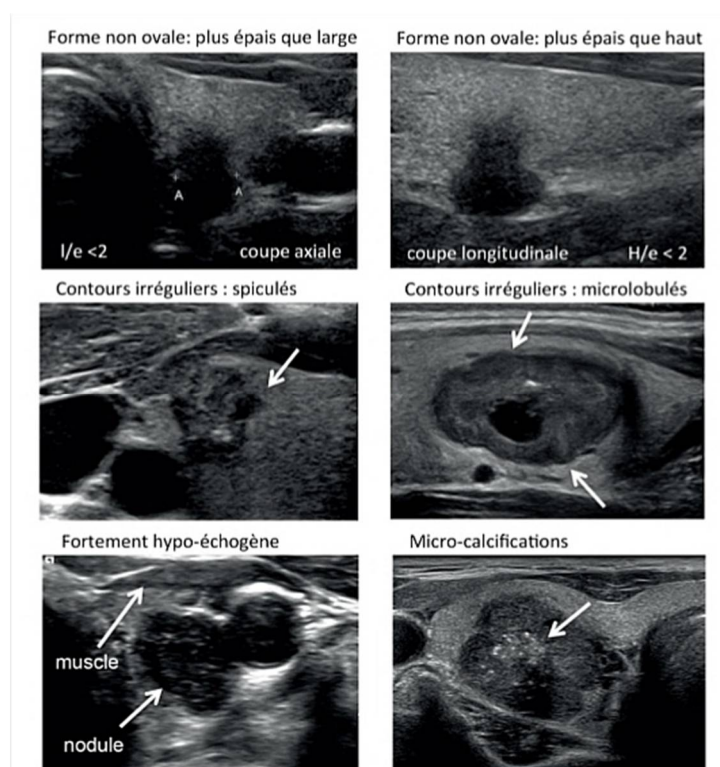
les caractéristiques échographiques des nodules thyroïdiens et leur risques de malignité selon les recommandations de ATA 2015 [52]
